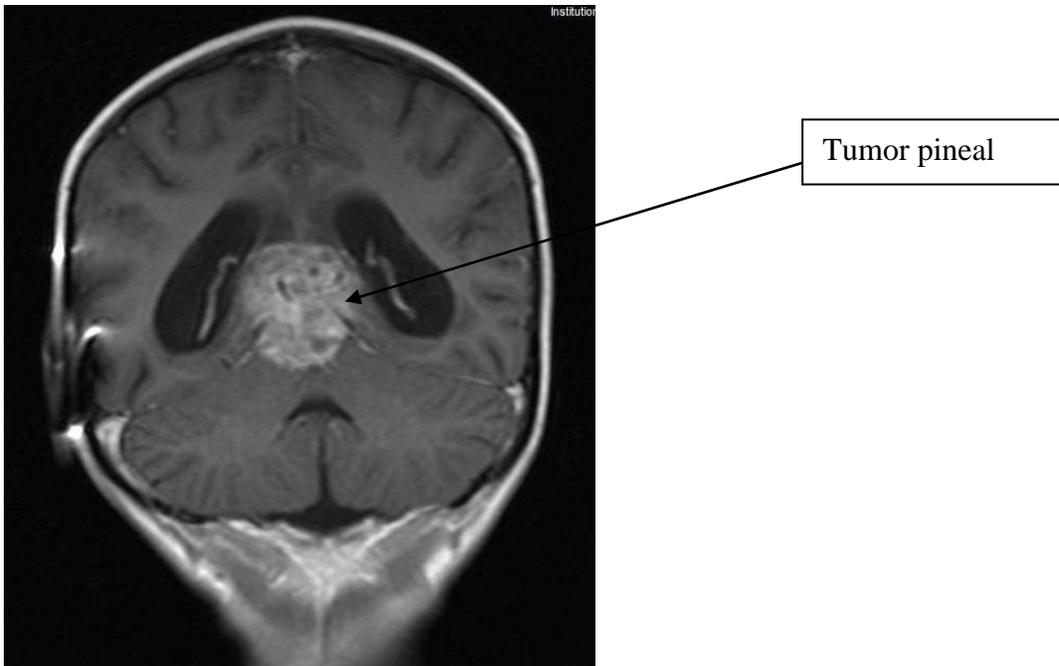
Imagen de RM basal de tumor pineal, corte sagital.
